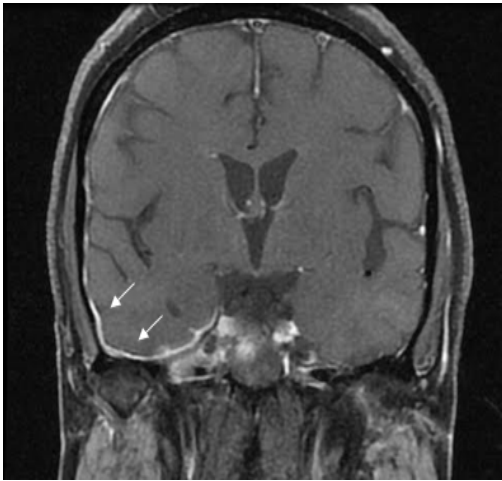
MRI of brain axial view
